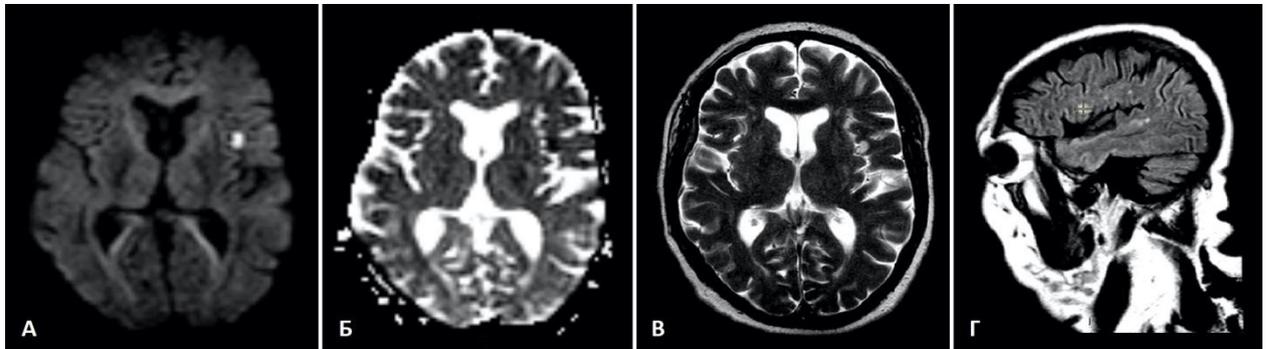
МРТ-картина острого инфаркта в сером и прилежащем белом веществе лобной доли левого полушария большого мозга. Визуализируется очаг повышенной интенсивности МР-сигнала в режимах ДВИ (А), Т2 ВИ (В) и Т2 FLAIR (Г) с пониженным коэффициентом диффузии на ИКД-карте (Б).
